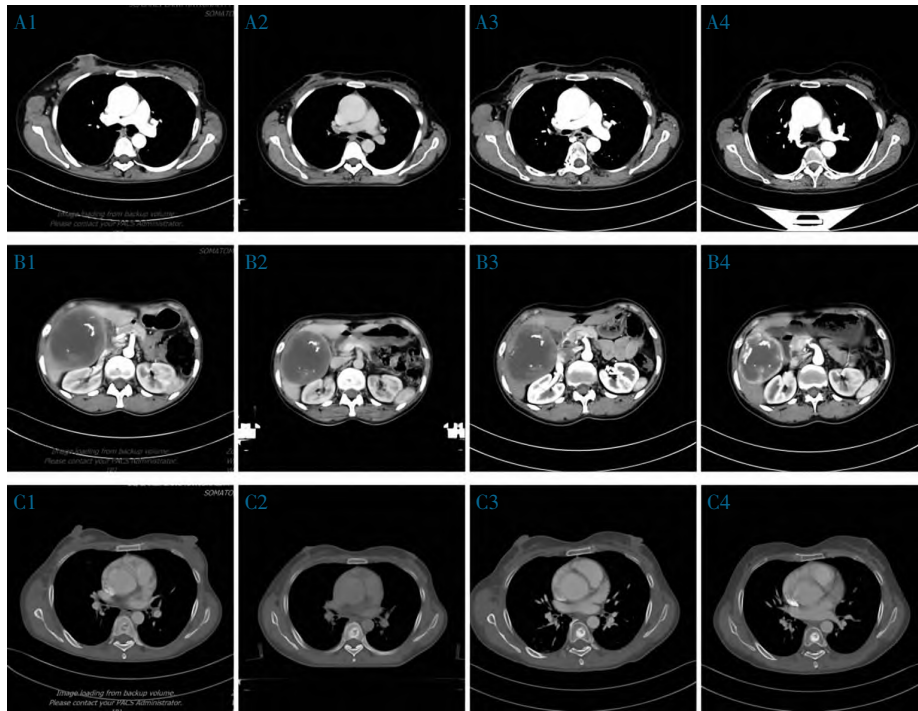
乳腺原发灶、肝包虫病灶及胸椎骨转移灶的 CT 影像学检查图像
